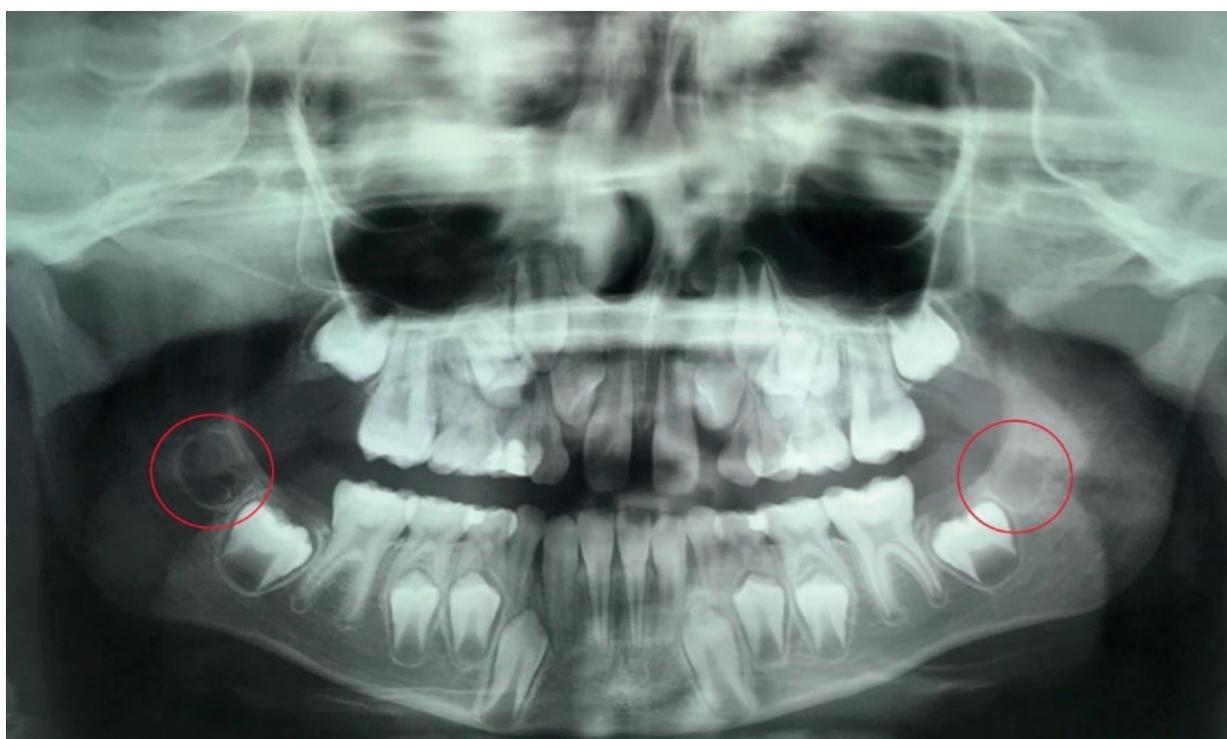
Radiografia de paciente do gênero masculino, 8 anos de idade, evidenciando a formação da cripta dos terceiros molares inferiores. Fonte: Os autores.
